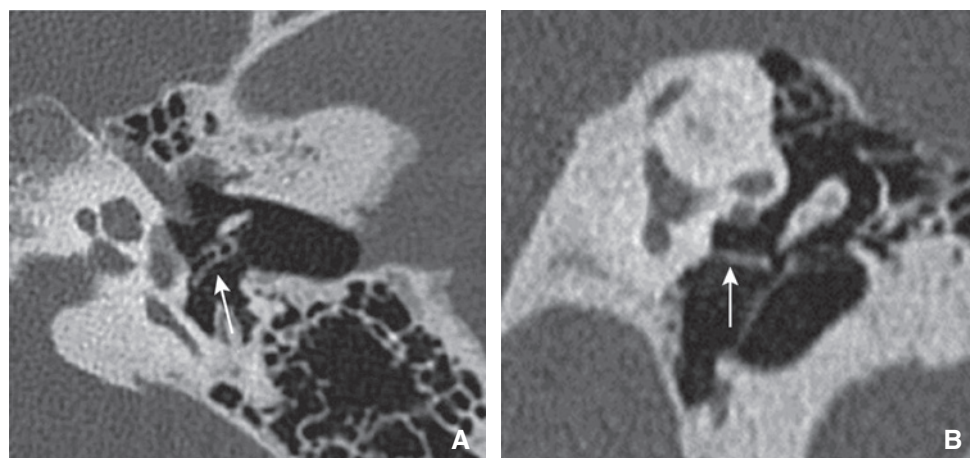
Piston déplacé. Coupe TDM double oblique (plan axial stapes) (A) et coronale oblique (V ossiculaire) (B) : le piston (flèches) n'est ni au contact de la platine ni de l'incus ; il est luxé en dehors de la fenêtre ovale.
